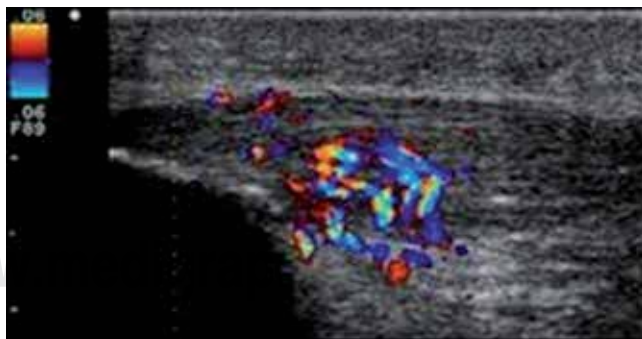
Cambios de vascularidad encontrados en ultrasonido Doppler.
